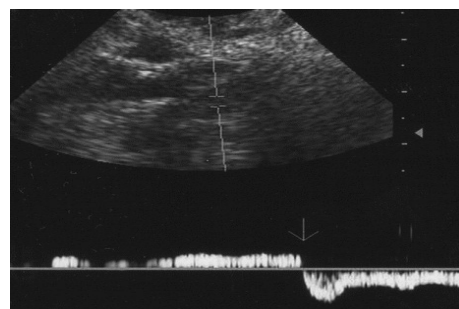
Colour Doppler υπέρηχος: αναστροφή ροής στη διατεταμένη ωθηκική φλέβα της εικ. 13 [29]
